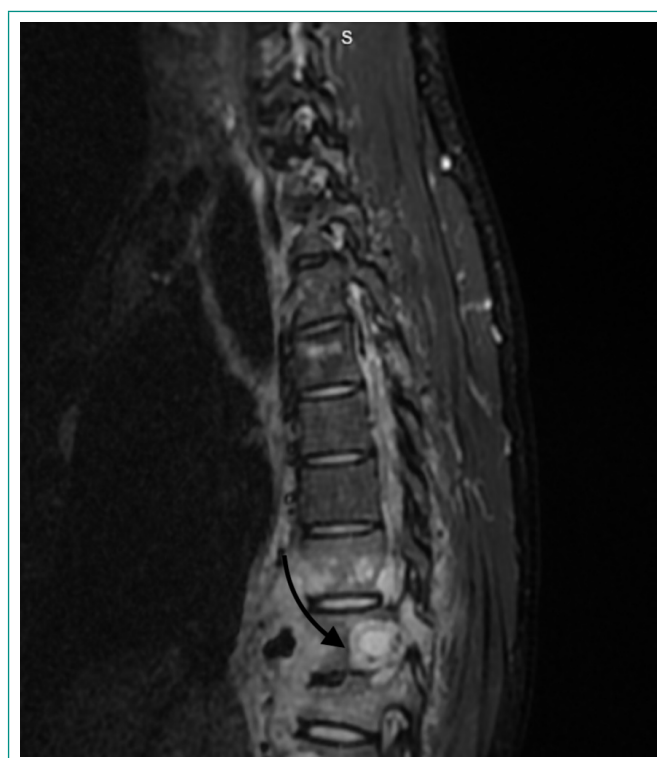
RMN sagital de columna dorsal. Se observa masa paravertebral derecha hipointensa, de contornos mal definidos, con desplazamiento del canal medular en el nivel T9–T10, sugestiva de absceso tuberculoso en contexto de espondilodiscitis.
